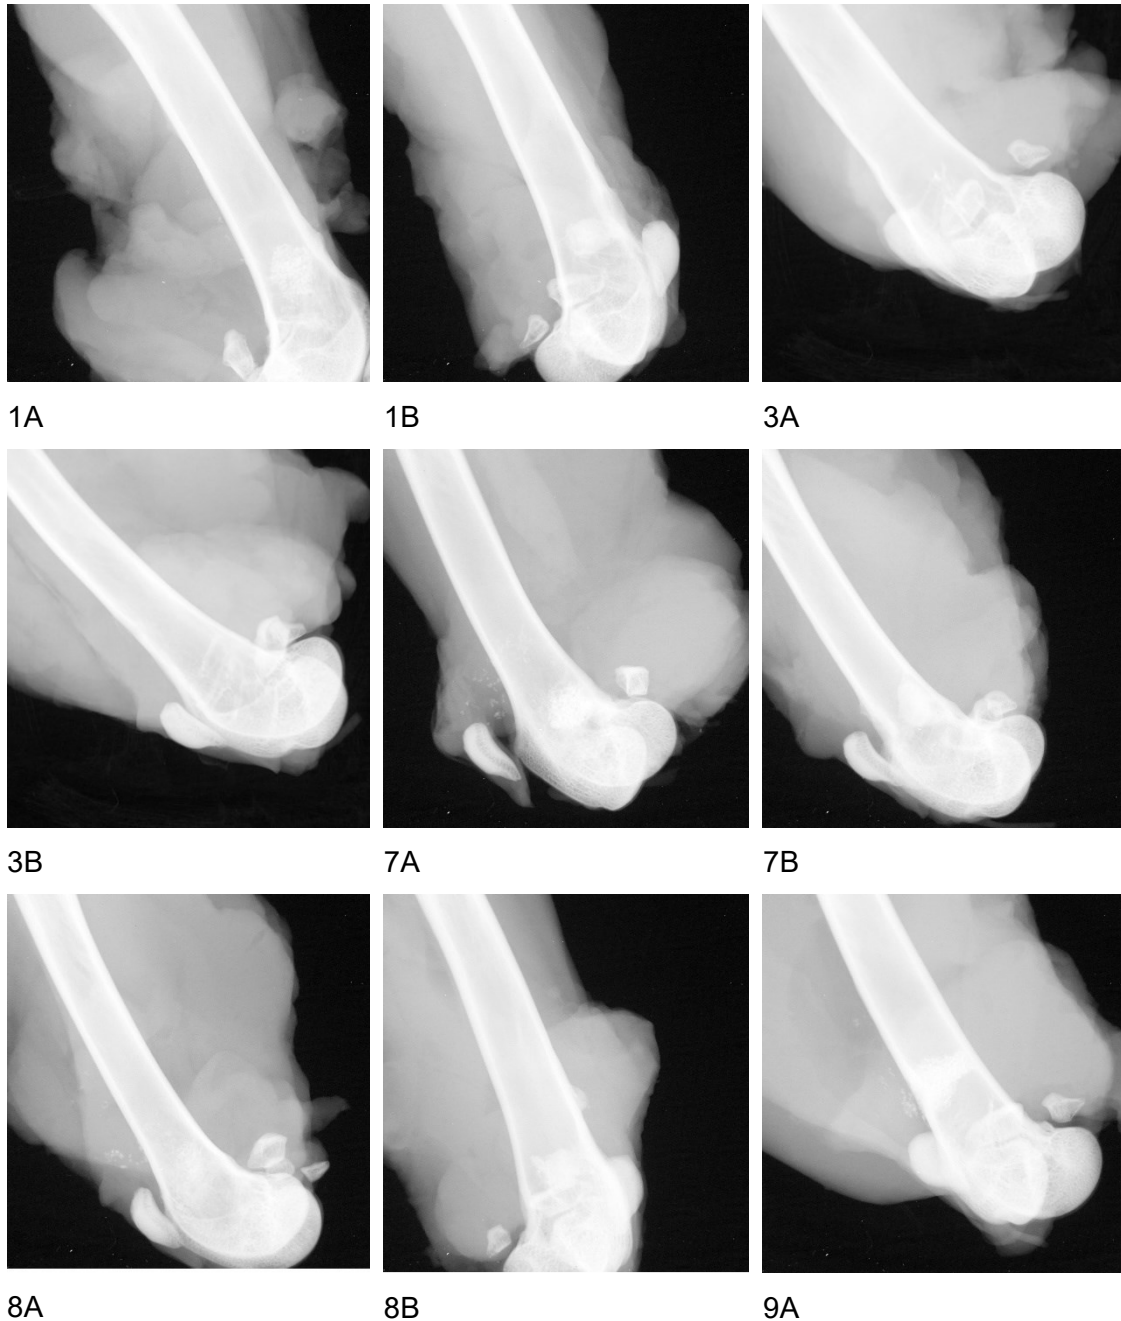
Röntgenbilder der Femora, Versuchstiere Nr.1-9
